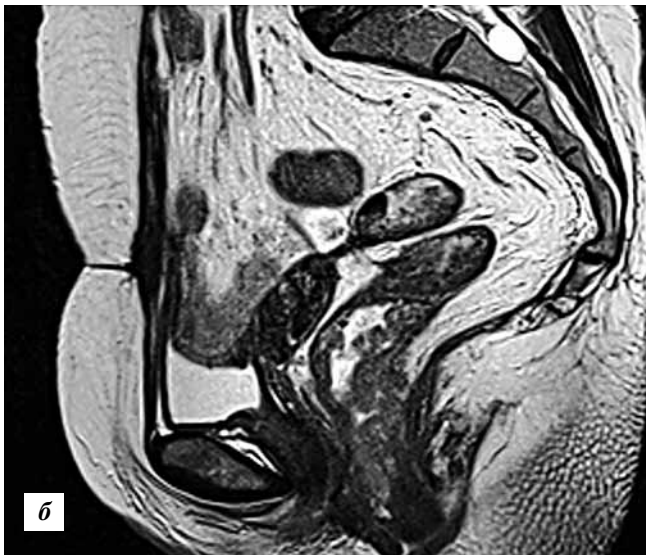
МРТ таза: а – сагиттальный срез; б – аксиальный срез
